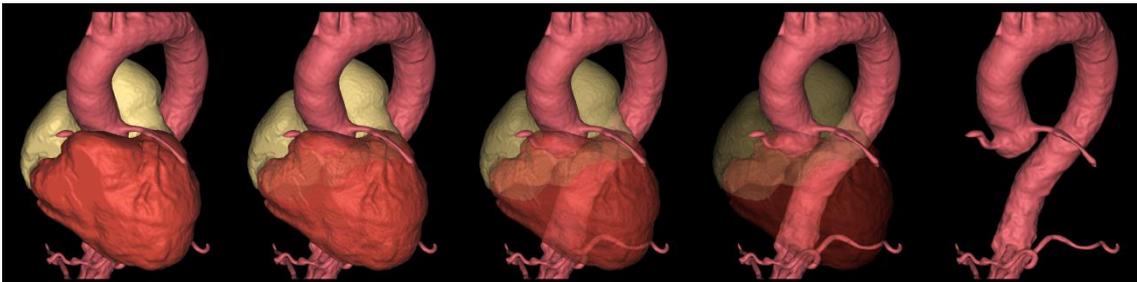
Modelos tridimensionais gerados a partir de exames de TC da aorta e coração, refletindo a condição de relação das estruturas do coração e da aorta
